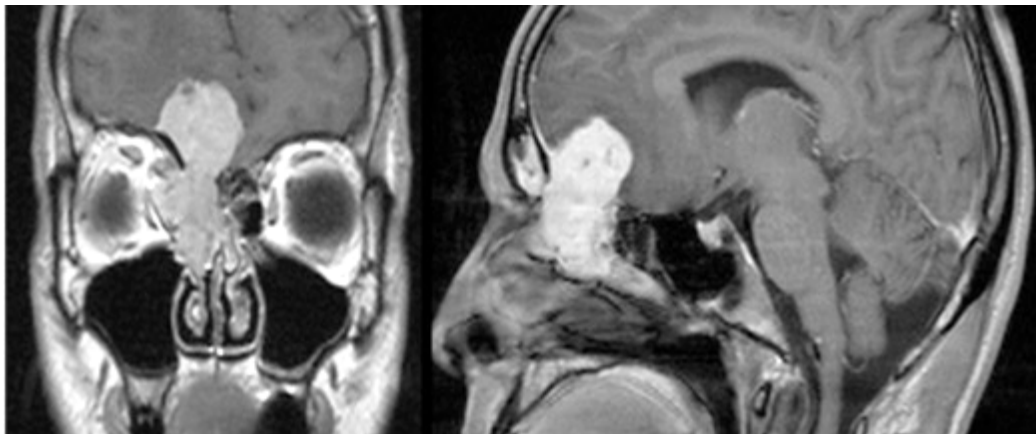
Наблюдение №3. МРТ до операции. Опухоль занимает медиальные отделы ПЧЯ, решетчатый лабиринт, полость носа, глазницу справа
